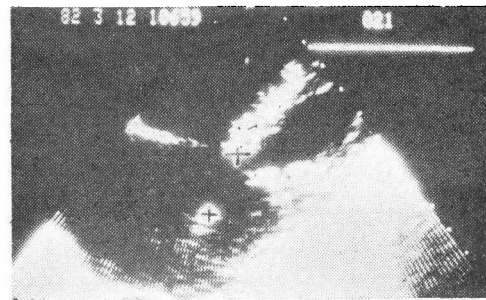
B型超声 示原发孔ASD的房间隔回声起自房室交界根部中断
